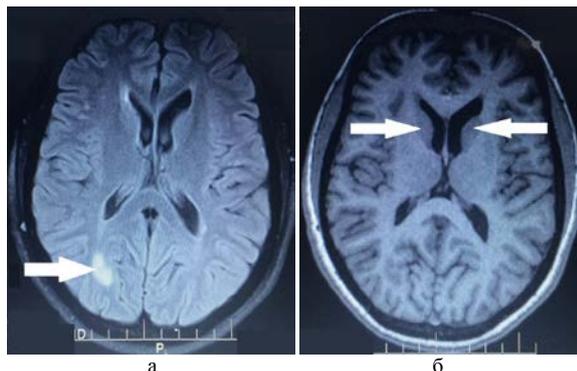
МРТ головного мозга пациентки А. через три месяца после заболевания. Новый очаг в правой затылочной доле в T<sub>2</sub>– взвешенном изображении (а), гипоинтенсивные очаги в режиме T<sub>1</sub> (б)
